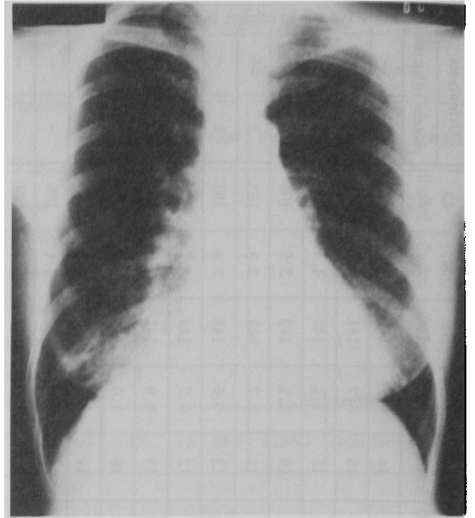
Roentgenogram of case no.1
